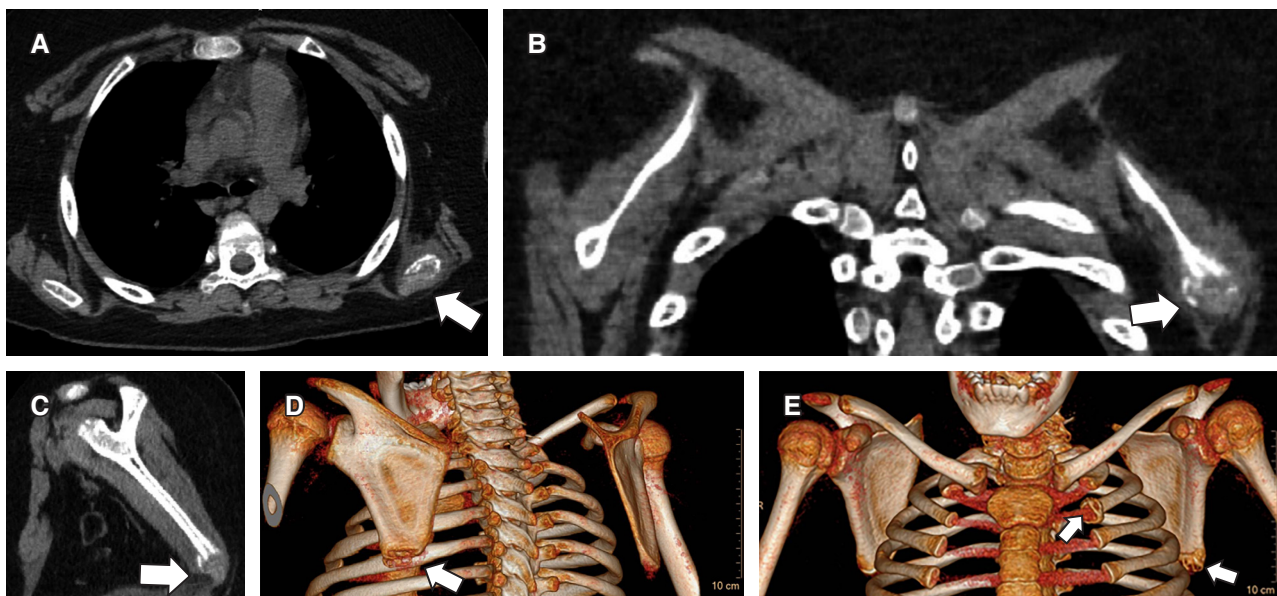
Tomografía computada. A) Corte axial, B) coronal y C) sagital sin contraste y D) reconstrucción 3D posterior y E) anterior.
